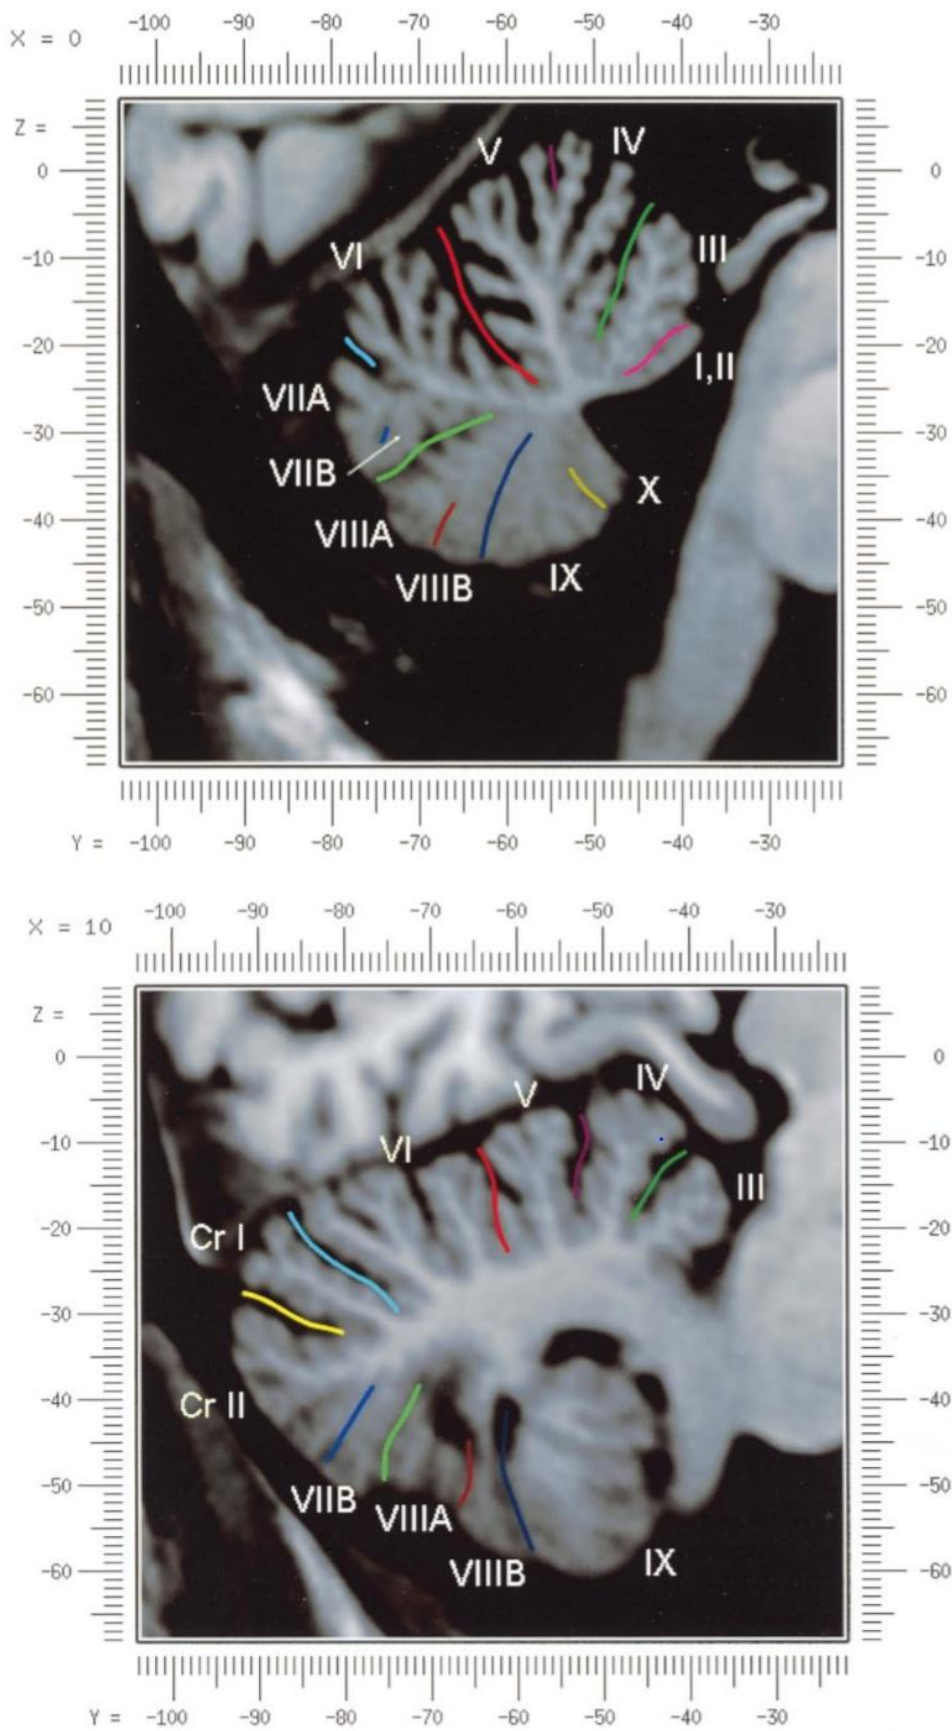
immagini di RM del cervelletto che evidenzia le fessure tra i lobuli con gli stessi colori delle fessure presentati in Figura 4 (17).
